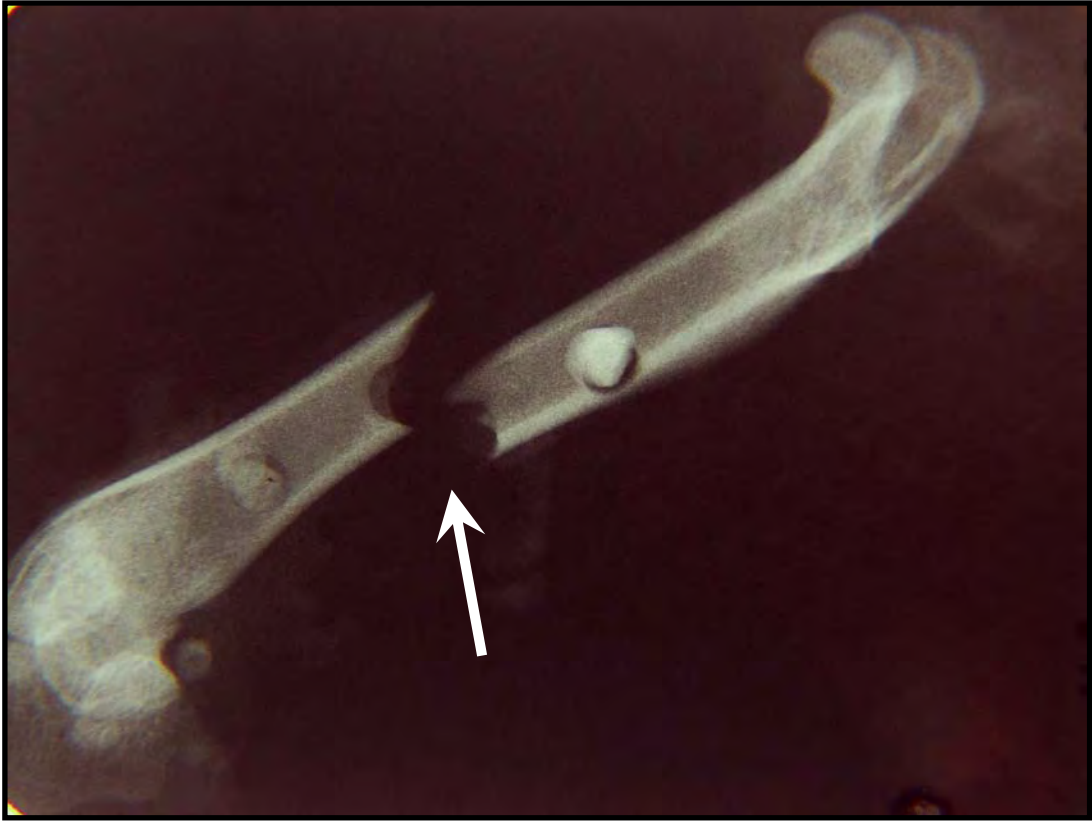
Radiografia periapical (póstero-anterior) de três dias pós-operatórios, demonstrando o traço de fratura na região de C-.
